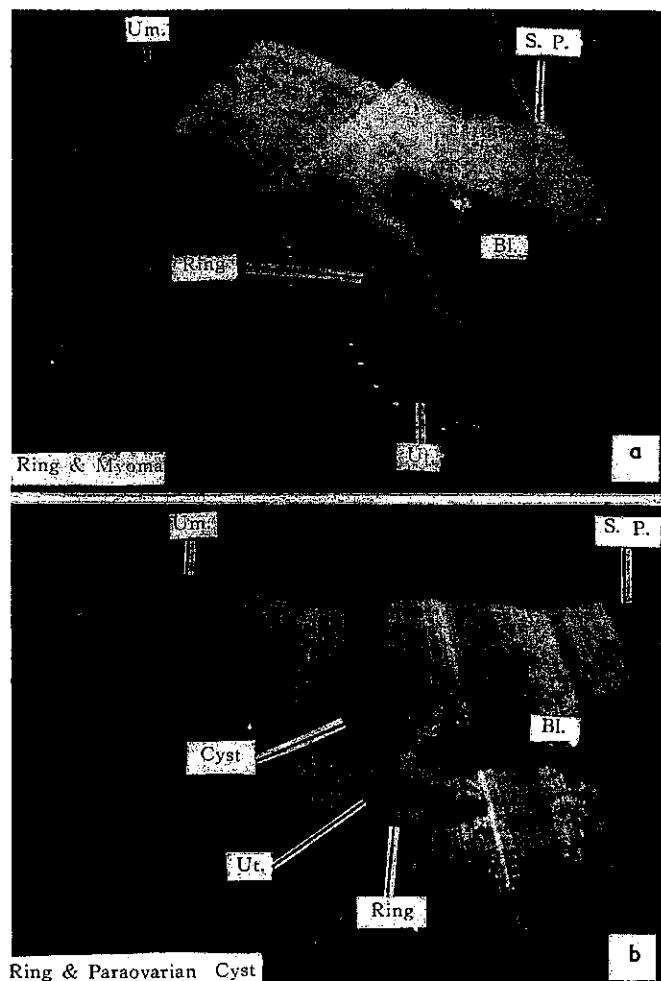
Sonograms showing an Ota ring in utero association with a myomatous uterus (a) or a cyst (b)
